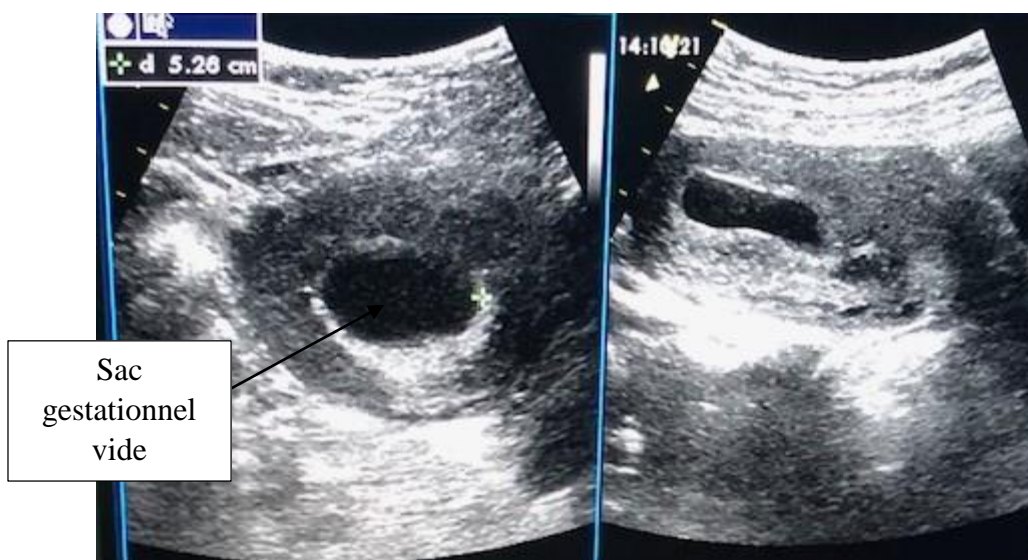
échographie sus pubienne : en coupe transversale et longitudinale montrant un sac gestationnel intra utérin non embryonné mesurant 52mm en faveur d'un œuf clair.
